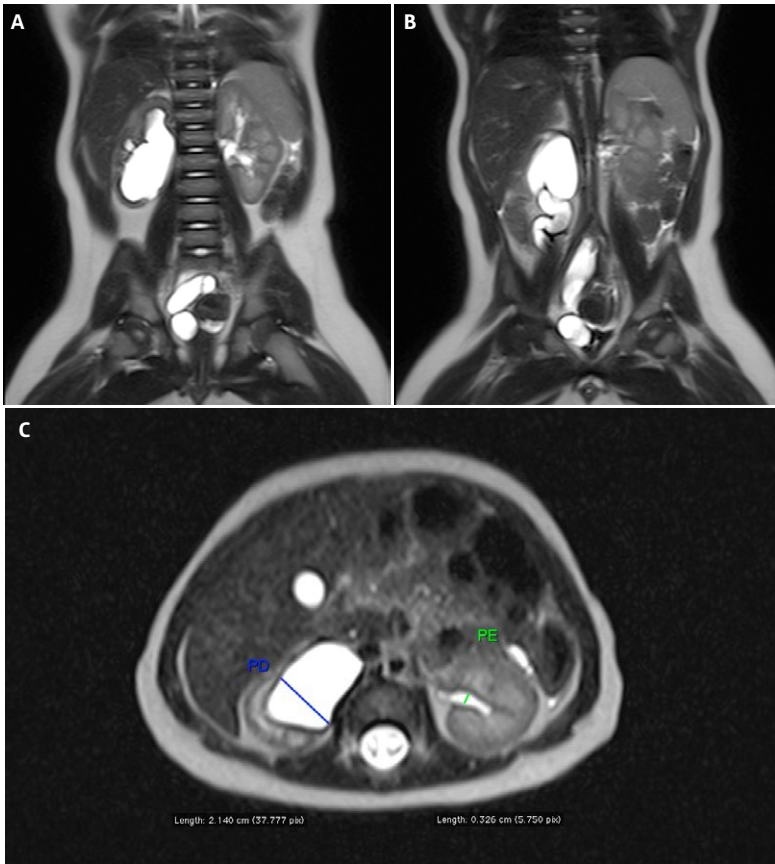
Paciente de 1 ano e 9 meses com dilatação progressiva do sistema coletor direito desde o período intraútero. Urorressonância, aquisição no plano coronal ponderada em T2 HASTE (SSFSE), antes da administração de contraste venoso, mostrando acentuada dilatação pielocalicial à direita (19 a), bem como do ureter correspondente, o qual é tortuoso em todo o seu trajeto (19 b). No plano axial (19 c) observamos com maior detalhe a importante dilatação piélica direita (PD), com importante abaulamento dos cálices renais e perda da configuração habitual dos fôrnices, condicionando adelgaçamento do parênquima.
